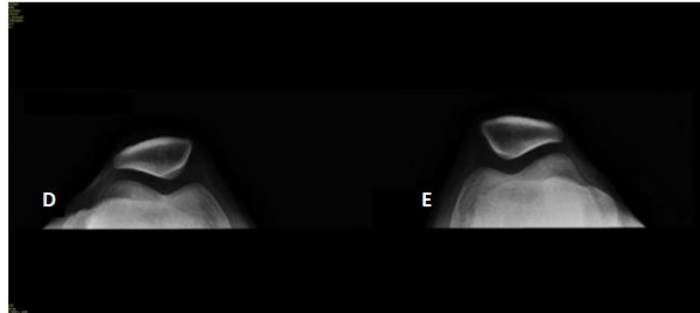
Radiografia do paciente P3, joelho direito (D) e esquerdo (E), com posicionamento de incidência axial.
